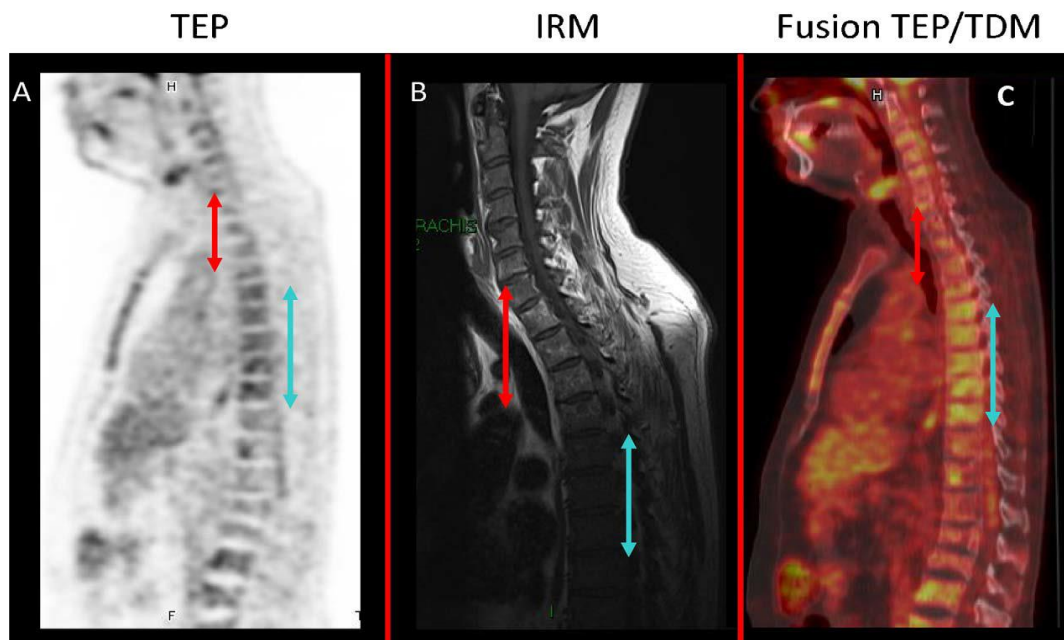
A. Coupe sagittale TEP seule. B. Coupe sagittale IRM séquence pondérée en T1.
